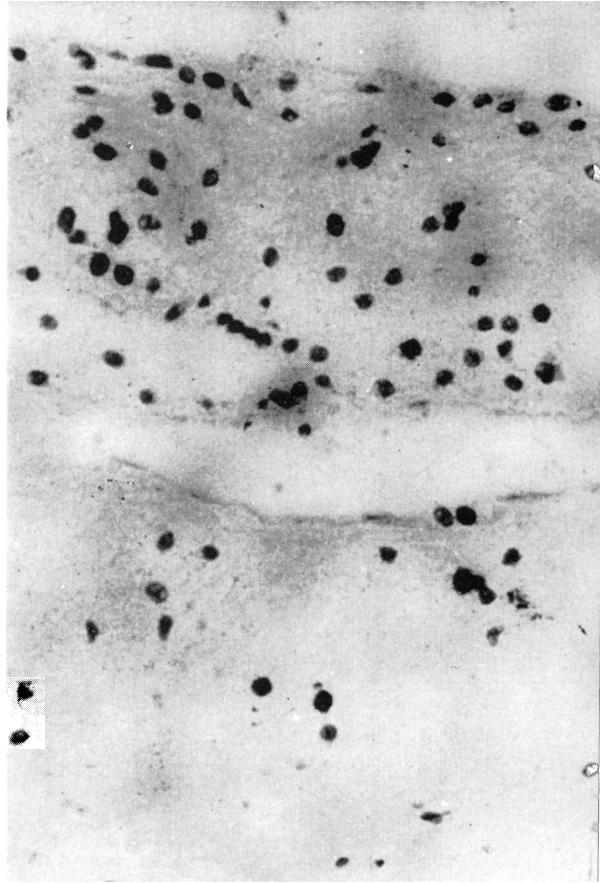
Seis semanas. Autorradiografía. Hematoxilina-eosina 40x. El cartilago injertado muestra abundantes células que han captado la timidina triptiada.
